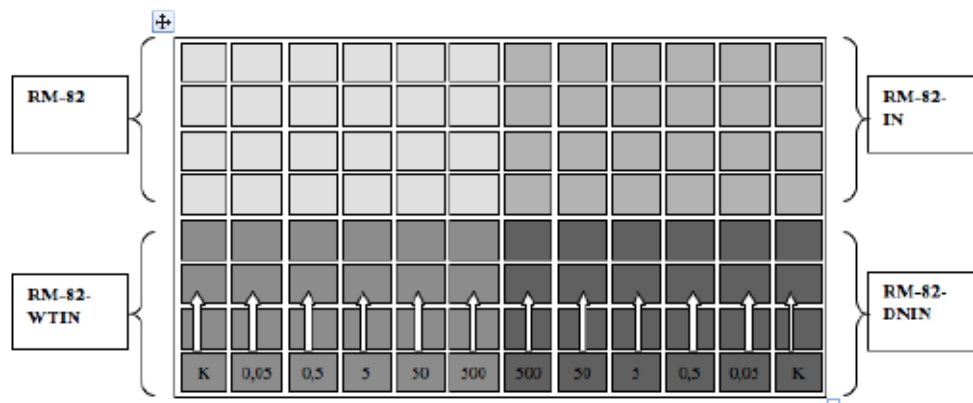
Beispiel einer Belegung – RM-82 Versuch mit Etoposid
